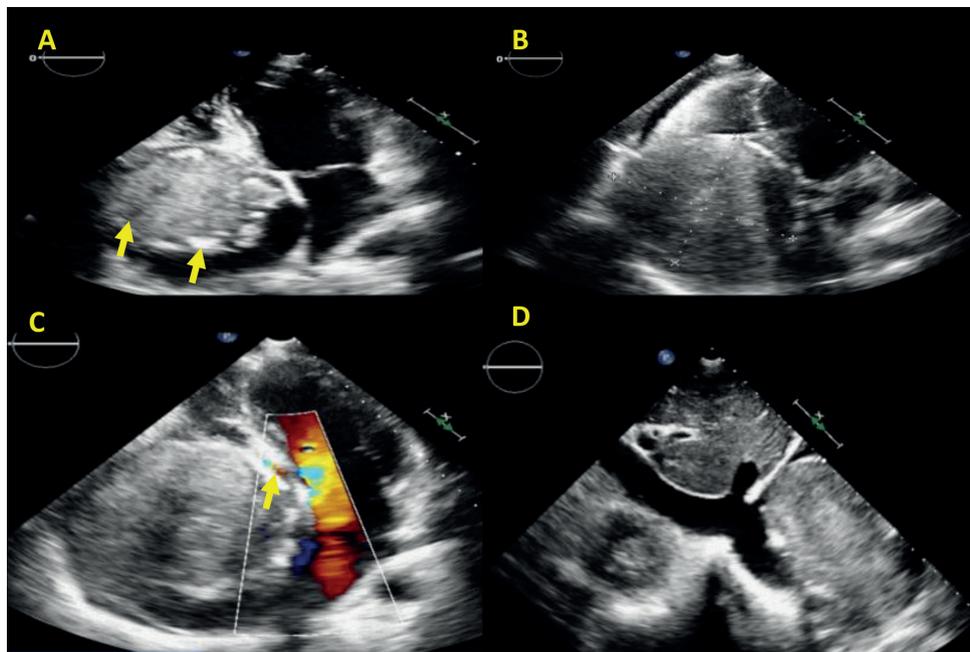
Ecocardiografía transtorácica: A: Proyección apical de cuatro cámaras, demostrando masa heterogénea, vacuolizada, con focos de calcificación, determinando desplazamiento apical de las valvas de la válvula tricúspide; B: Proyección apical de cuatro cámaras diseccionada hacia cavidades derechas con medidas de la masa, que llena casi completamente el atrio derecho ya dilatado; C: Proyección apical de cuatro cámaras, con evaluación de flujo intracavitario al Doppler color, evidenciando velocidad aumentada del flujo diastólico del atrio derecho hacia el ventrículo derecho; D: Proyección subcostal, demostrando vena cava inferior y ramas hepáticas dilatadas, sin masas en su interior.
